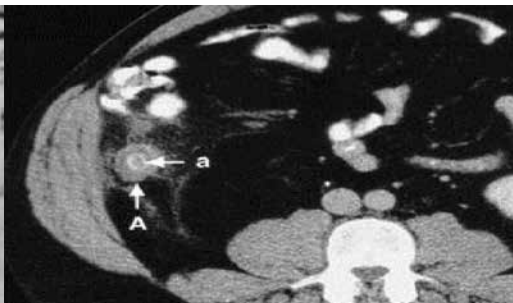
TC abdominală: a) peretele apendicelui îngroșat; A. infiltrație inflamatorie în jurul apendicelui [17]
